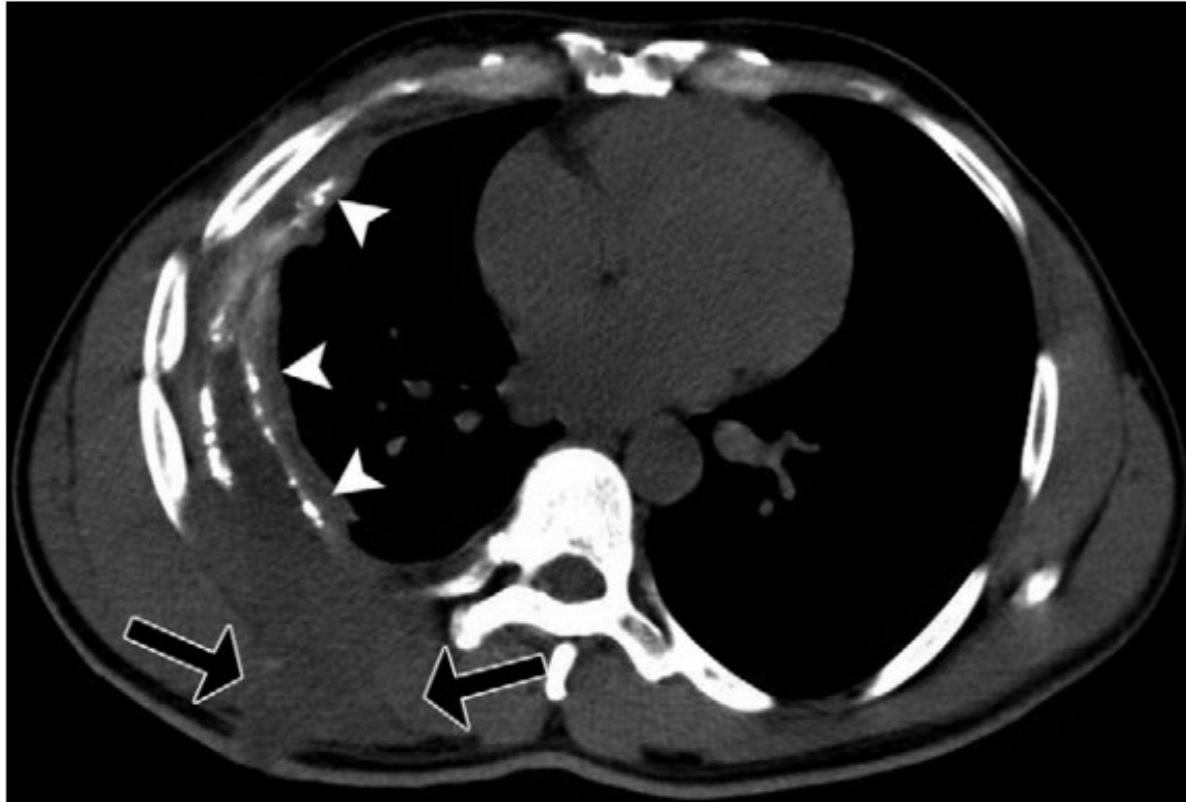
Empyema necessitatis in a 35-year-old man with chronic empyema related to tuberculosis. Axial nonenhanced chest CT image shows pleural calcifications (arrowheads), a loculated pleural effusion with marked pleural thickening, and extension into the chest wall (arrows).
